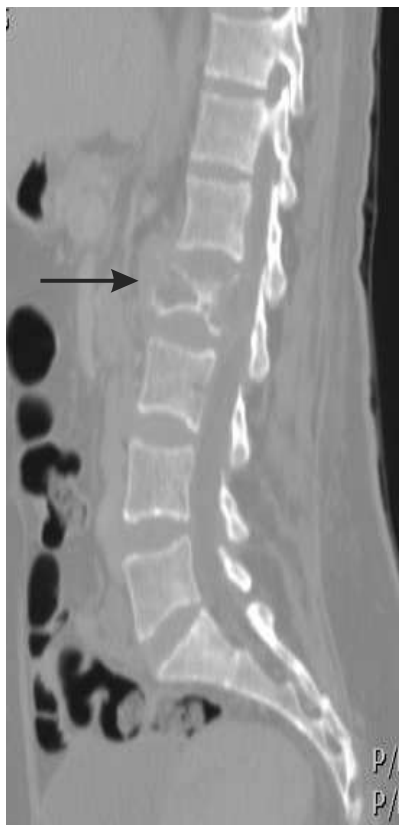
TC de coluna lombo-sacra em corte sagital (janela óssea) – presença de fratura do corpo de L2 secundária a metástase lítica de carcinoma de pâncreas.
